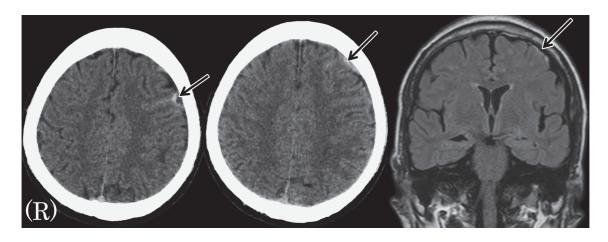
Head CT and MRI images on admission.
